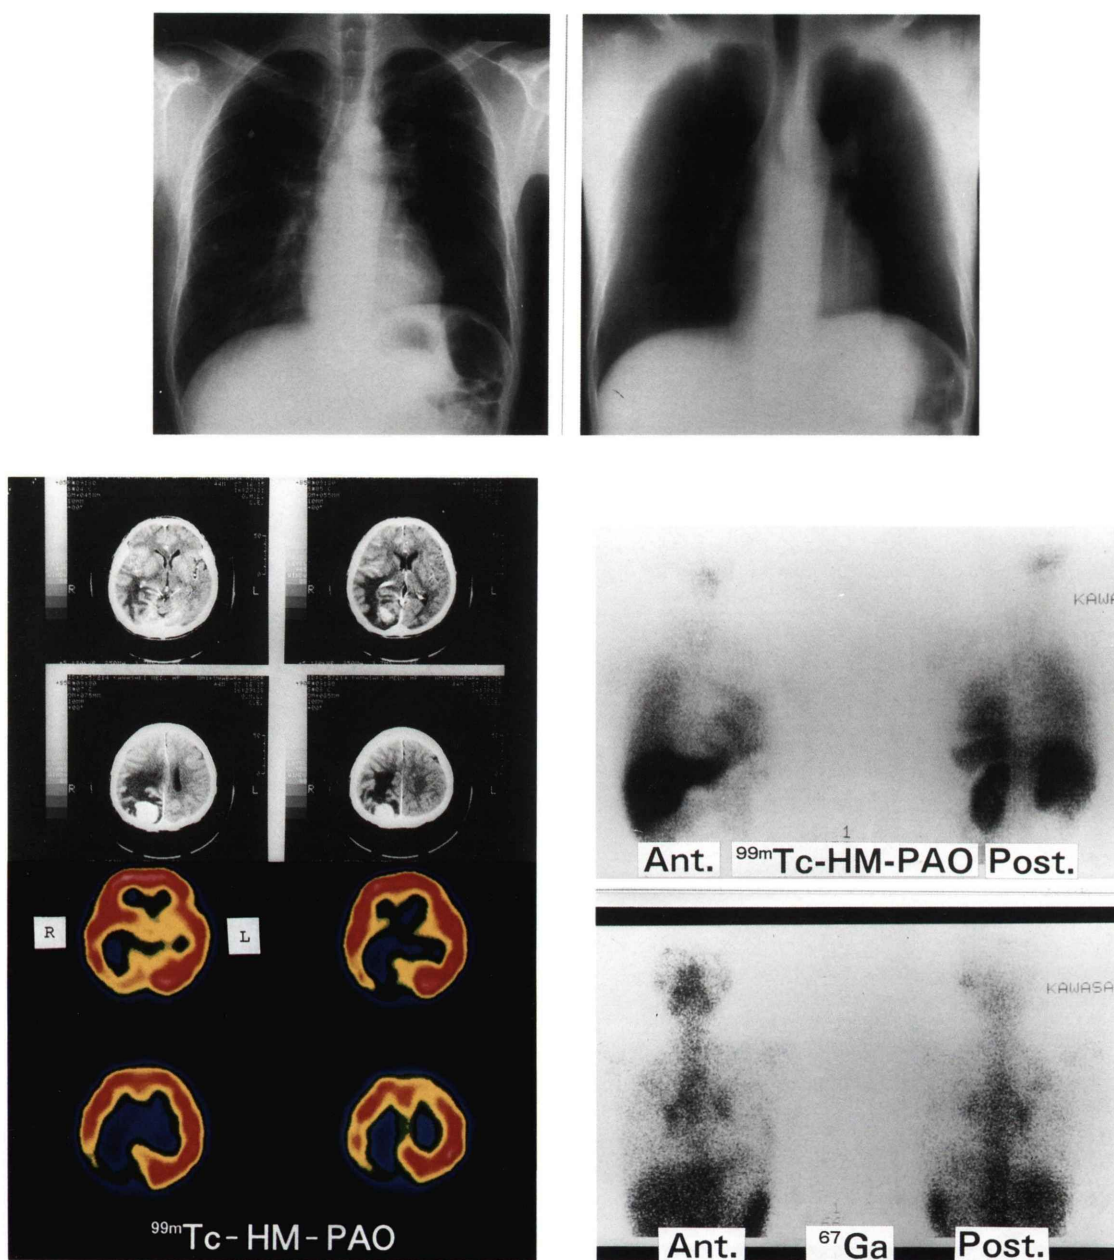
Chest X-ray, brain CT, ^{99m}Tc -HM-PAO and ^{67}Ga scintigrams in Case No. 2 (lung cancer). The decreased accumulation of ^{99m}Tc -HM-PAO was observed in right occipital region.
